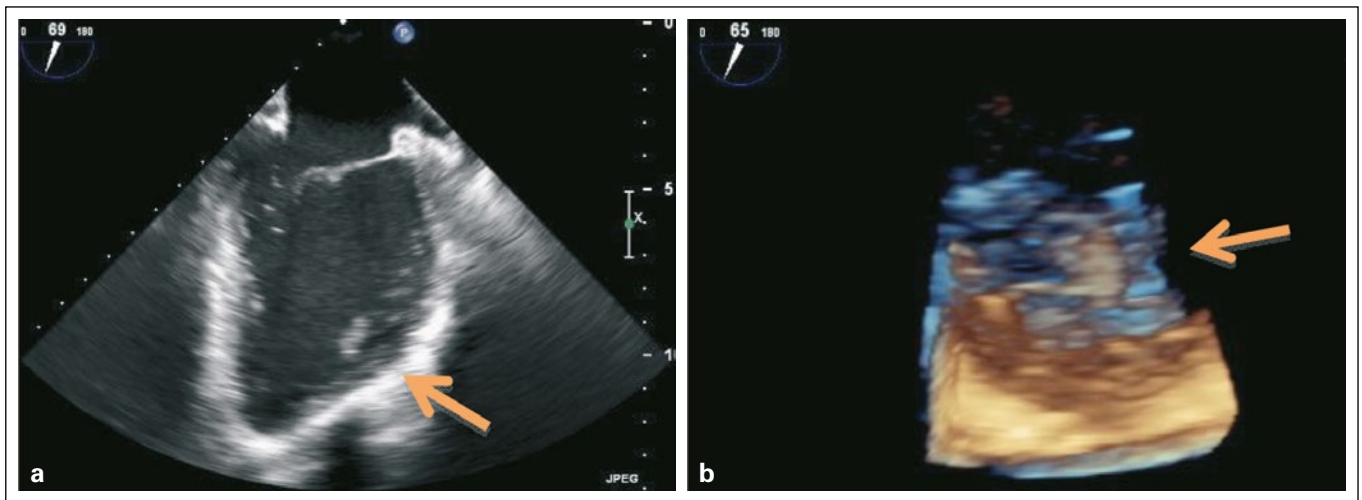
Transösophageale Echokardiographie. a): Zweikammerblick mit Raumforderung; b) 3D, Raumforderung
